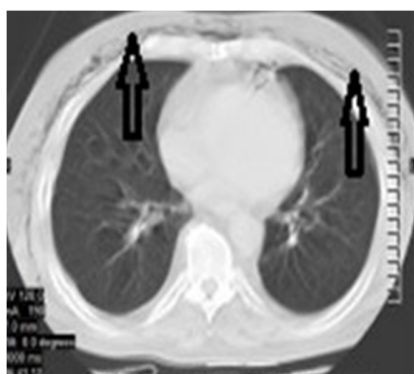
TAC simple de tórax (cortes axiales a 7mm). Presencia de enfisema subcutáneo en la pared del tórax.
